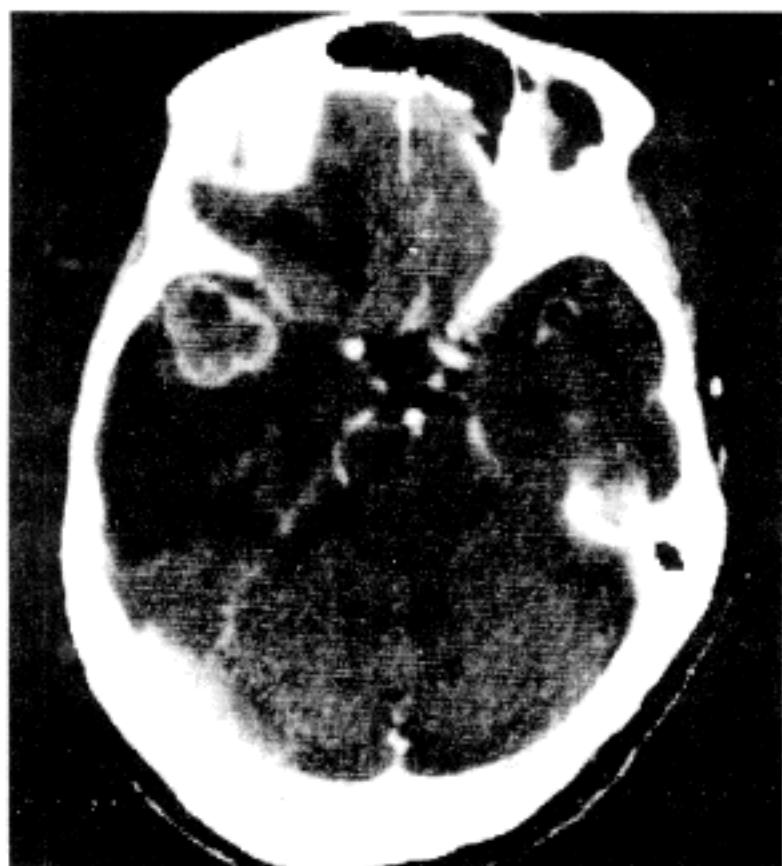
Contrast enhanced Brain CT scan shows a slightly high density mass with enhancing rim in the right temporal lobe just near the sphenoidal ridge. A large area of edema of low density surrounds the tumor.
